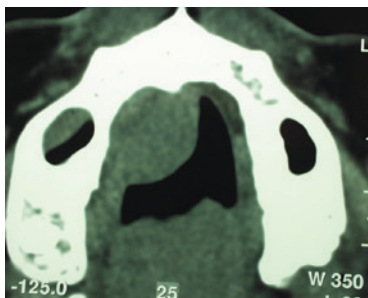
Imagen de la TC, en la que se observa la tumoración y no produce erosión ósea.
